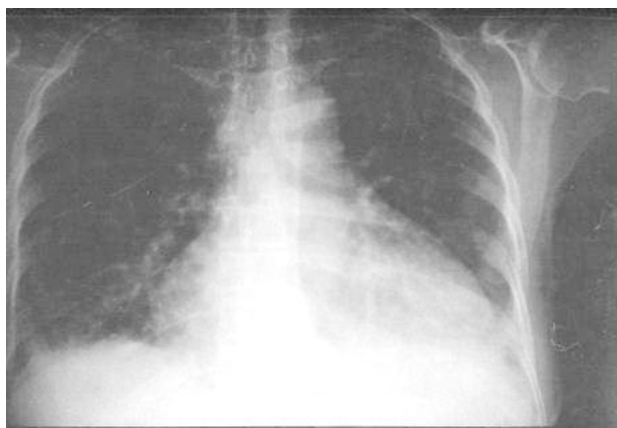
Radiografia del torace effettuata durante il primo ricovero nel 2002.
